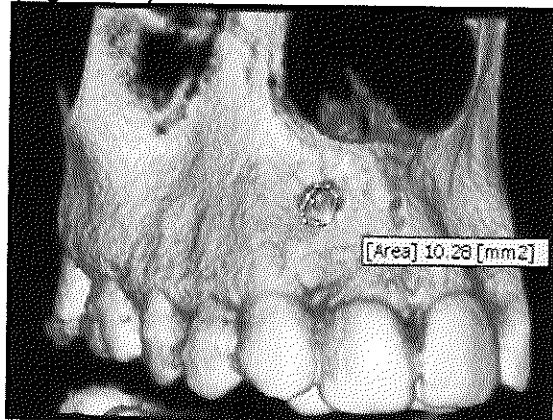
Reconstrucción tridimensional de tomografía de control 6 meses después
